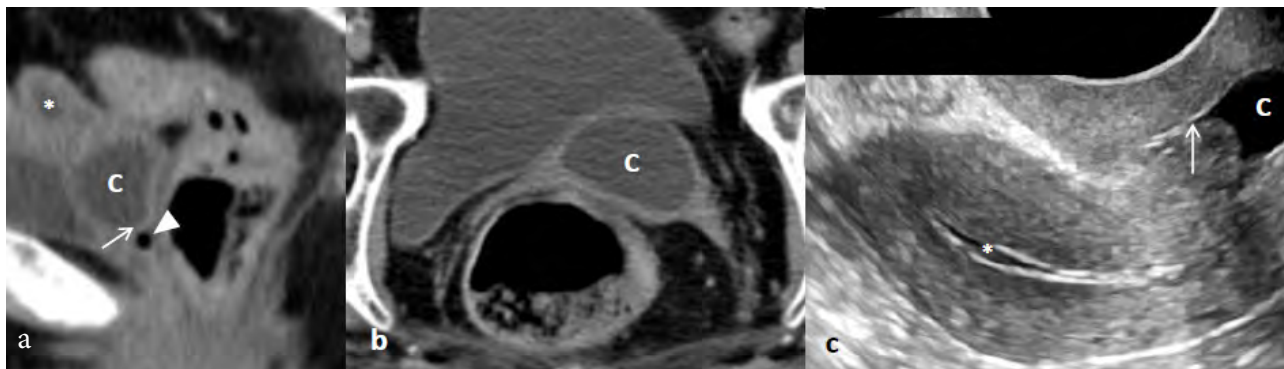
Status após quimio-radioterapia neoadjuvante e cirurgia de carcinoma do recto em examinada com 73 anos. Na TC realizada em fase venosa portal (aos 70 segundos) com reconstrução no plano sagital (a) e no plano axial (b), identifica-se distensão do canal cervical (C) por conteúdo de densidade hídrica, assim como distensão menos acentuada da cavidade endometrial (asterisco), consequentes a atrofia do orifício externo do canal cervical (seta) iatrogênica à terapêutica radiogênica. Os aspectos radiológicos que favorecem este diagnóstico são a presença de ar vaginal (triângulo) imediatamente a jusante do orifício externo do canal cervical e o realce da mucosa cervical que reveste a “estrutura” quística, assim como a história clínica. Achados radiológicos foram confirmados por ecografia (c).
